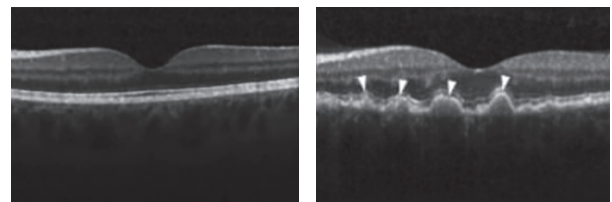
Изображения оптической когерентной томографии для здорового пациента и пациента с ВМД
